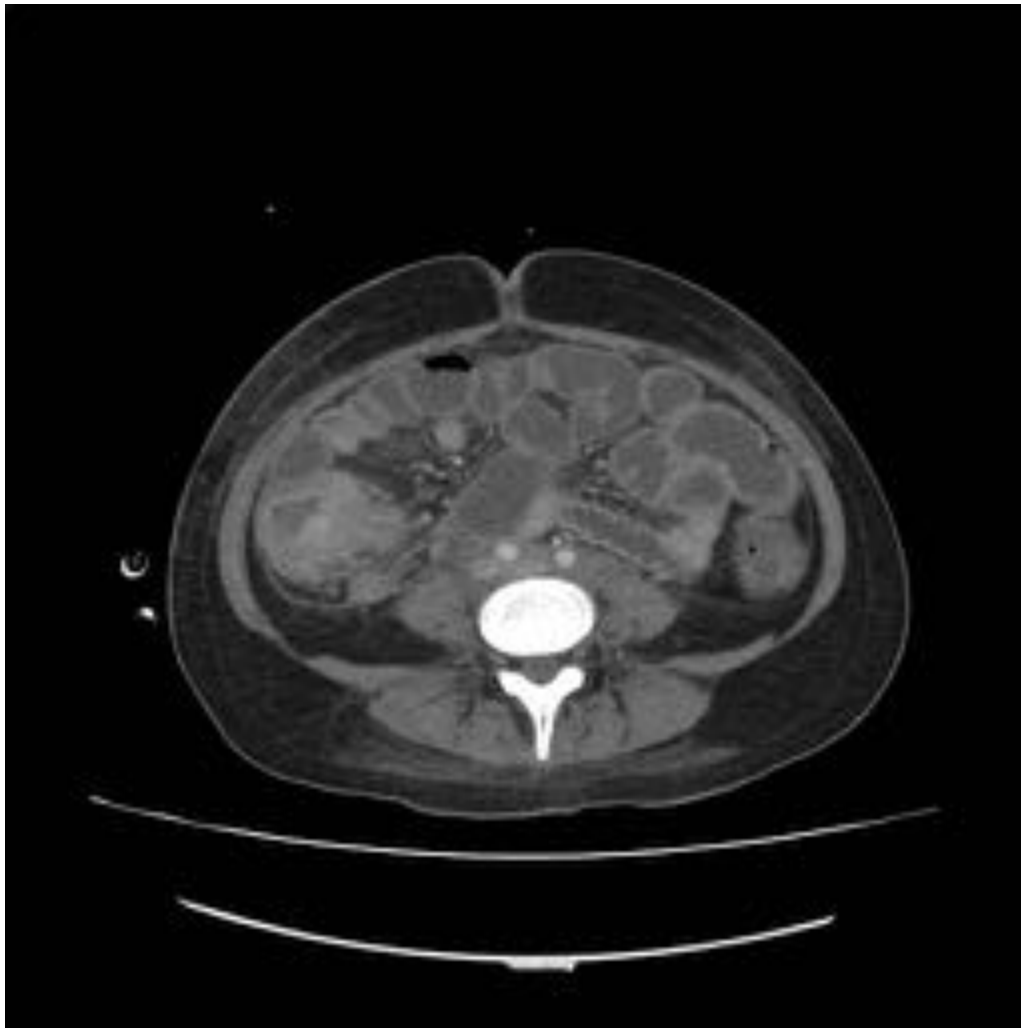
TC abdominopélvico en cortes axiales tras administración de contraste i.v. Se visualiza marcado engrosamiento de paredes de ciego, con trabeculación de la grasa pericolónica, hallazgos en relación con tiflitis.
